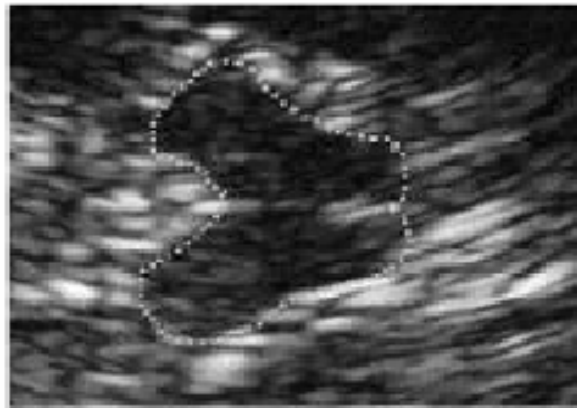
Sonographische Darstellung der schmetterlingsförmigen Struktur des Mesencephalons bei einem Probanden.
